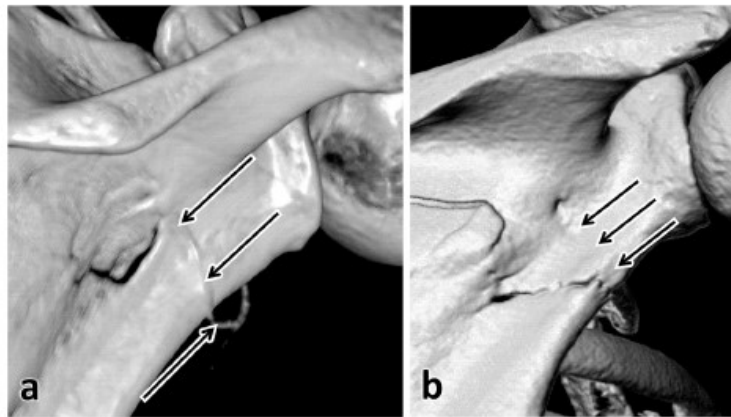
Concentration of fracture lines in the area of CFS in scapular fractures on 3D CT reconstructions. Black and white arrows indicate the course of the CSA (a) or the CFS (b)
